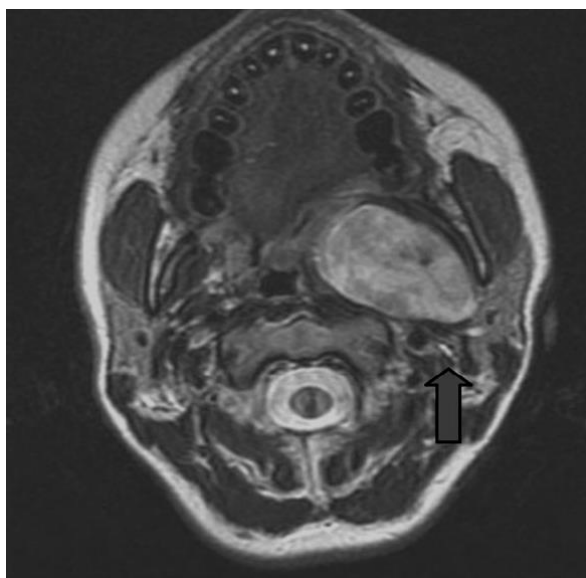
МРТ. Поліморфна аденома тонзілярного простору, що походить з парафаренгіального відростка лівої привушної залози
